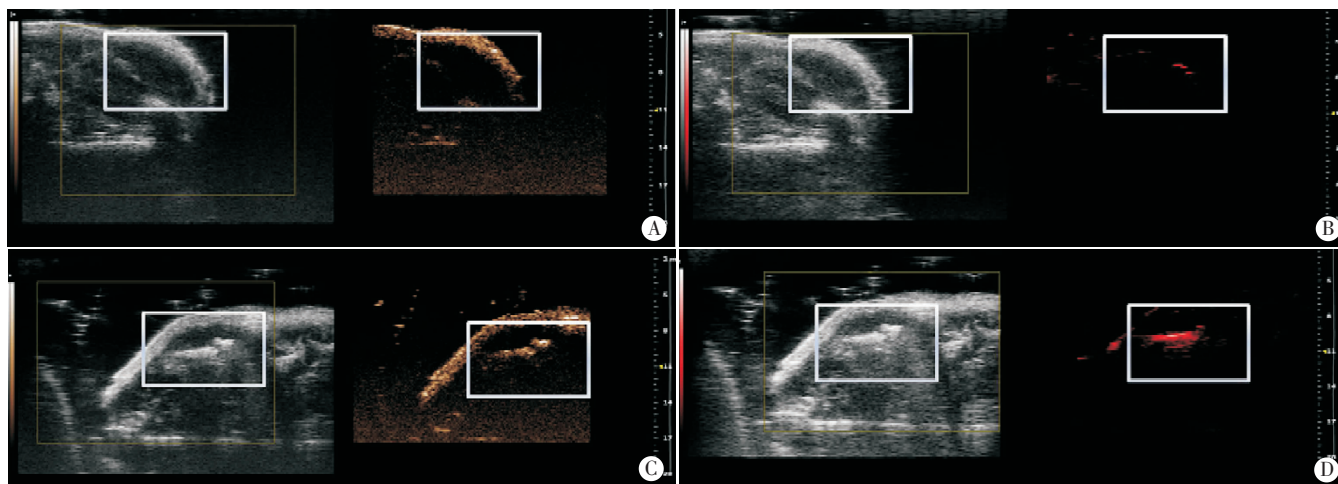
激光作用后,光致相变型纳米粒组和空白对照组的超声及光声图像
